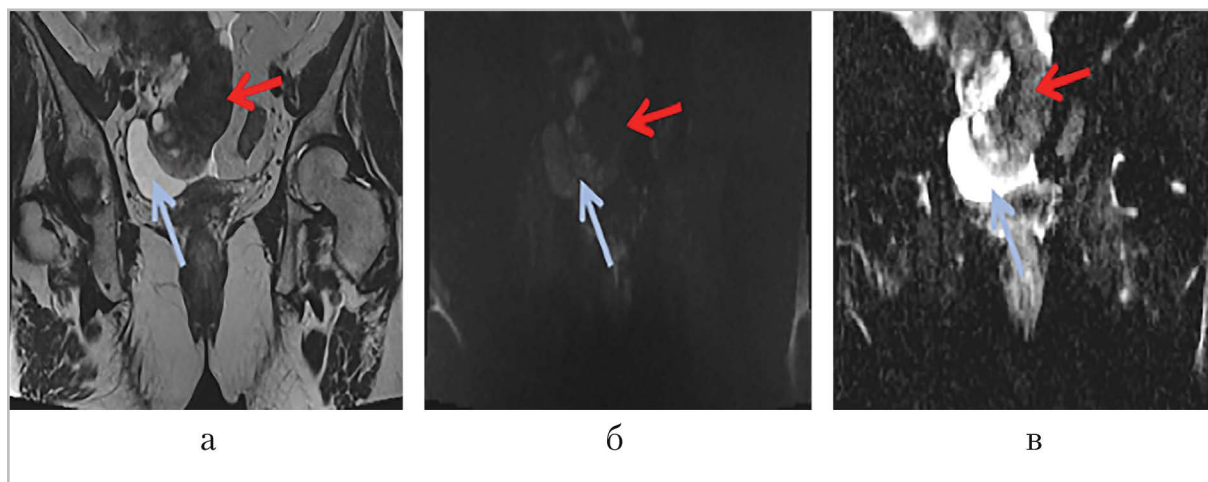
МР-томограммы органов малого таза в коронарных проекциях: *а* — Т2-ВИ; *б* — ДВИ ($b = 1000$); *в* — ИКД-карта; *красная стрелка* — солидный компонент ОЯ, *голубая стрелка* — кистозный компонент ОЯ
